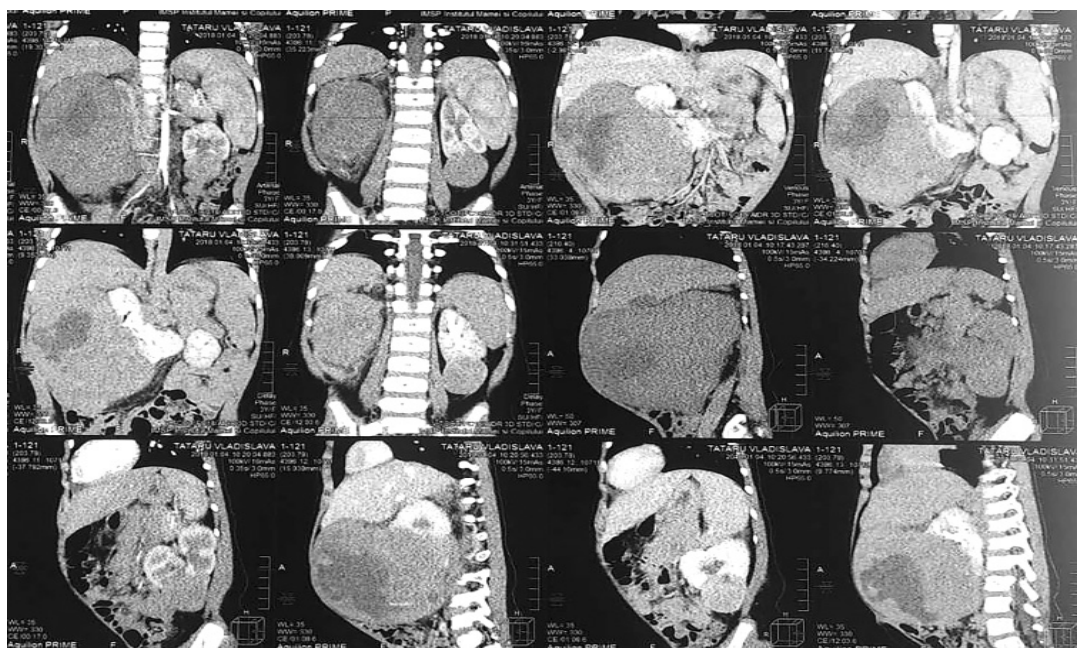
CT cu vasografie Tumor renal bilateral (04.01.2018)
